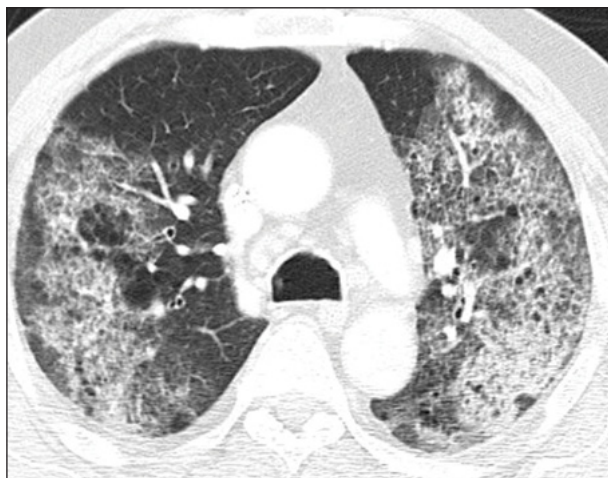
TAC pulmonar de paciente con Granulomatosis con poliangeítis y Hemorragia Pulmonar
